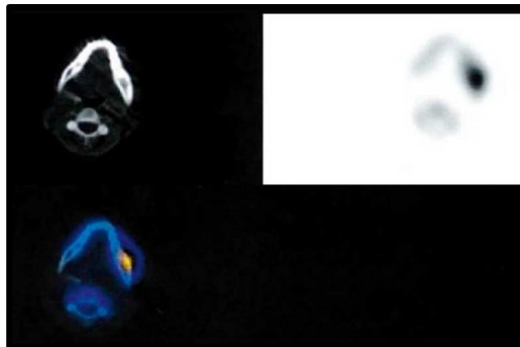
PET-scan permettant de visualiser le contour anatomique exact de la région mandibulaire touchée avec une activité métabolique accrue[53].
